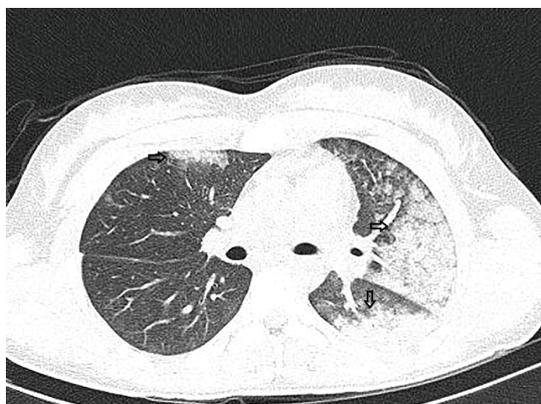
Bilateral areas of lung contusion (arrows), presenting as patchy opacities with thin subpleural sparing, more extensive in the left lung, are shown in this contrast-enhanced axial CT image of a 17-year-old adolescent victim of blunt trauma.
